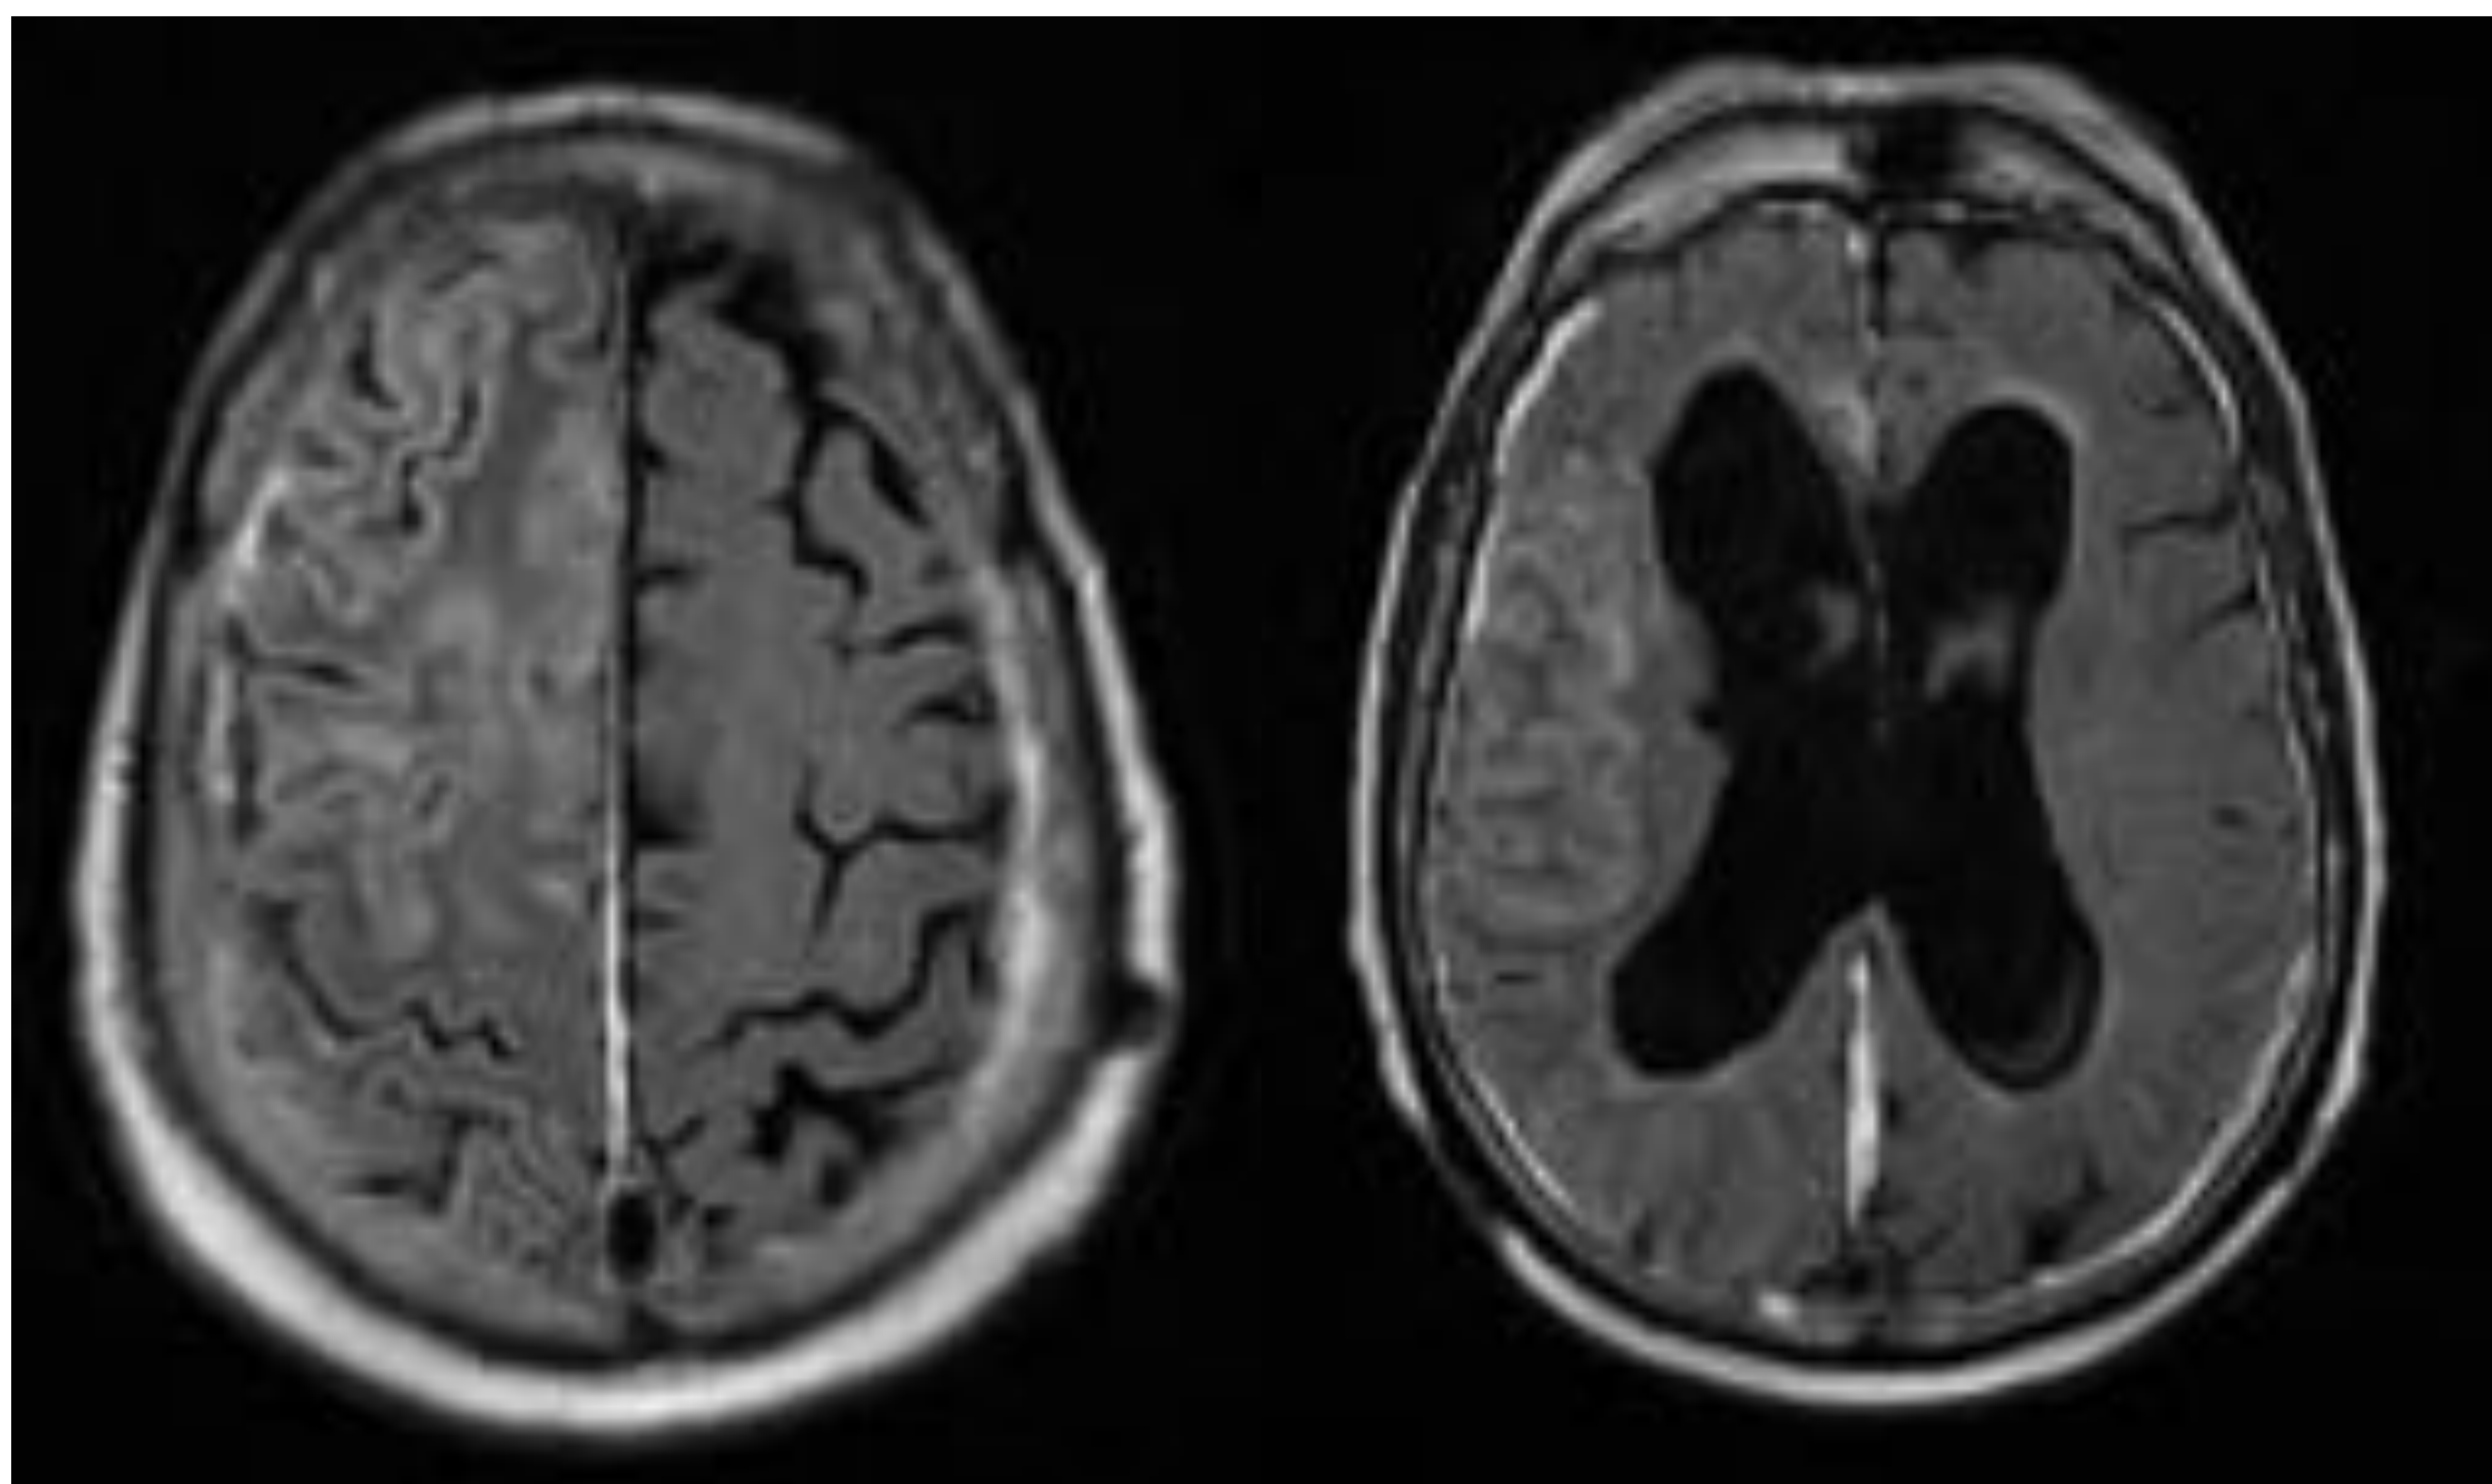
Paciente 2: RM al ingreso en 2015. Secuencias potenciadas en T1 con gadolinio. Captación giriforme que afecta al córtex del hemisferio cerebral derecho.
